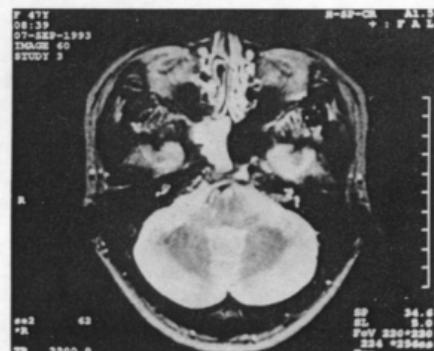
Preoperative T1-weighted image brain MRI. High density haziness in the Rt. sphenoid sinus.
